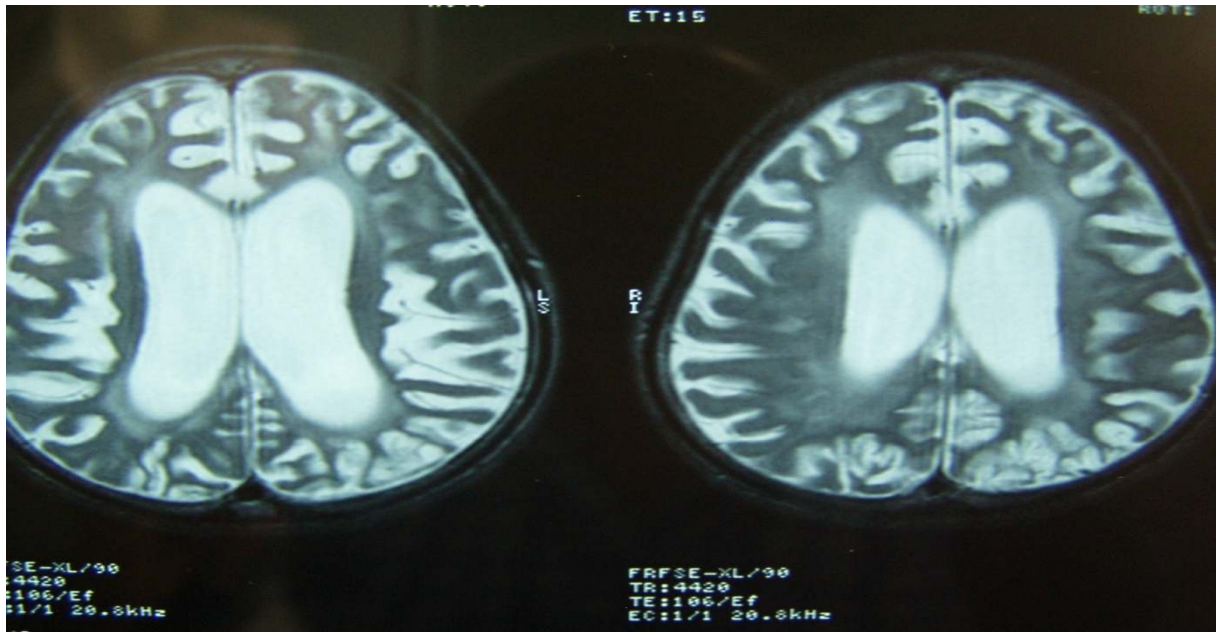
Klinik evre I MRG
